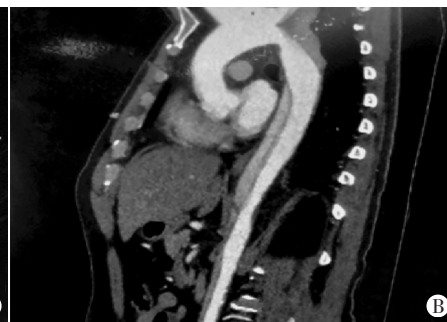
同一降主动脉夹层患者经胸骨上窝未见降主动脉内分离的内膜(A),而增强CT显示降主动脉夹层(B)
